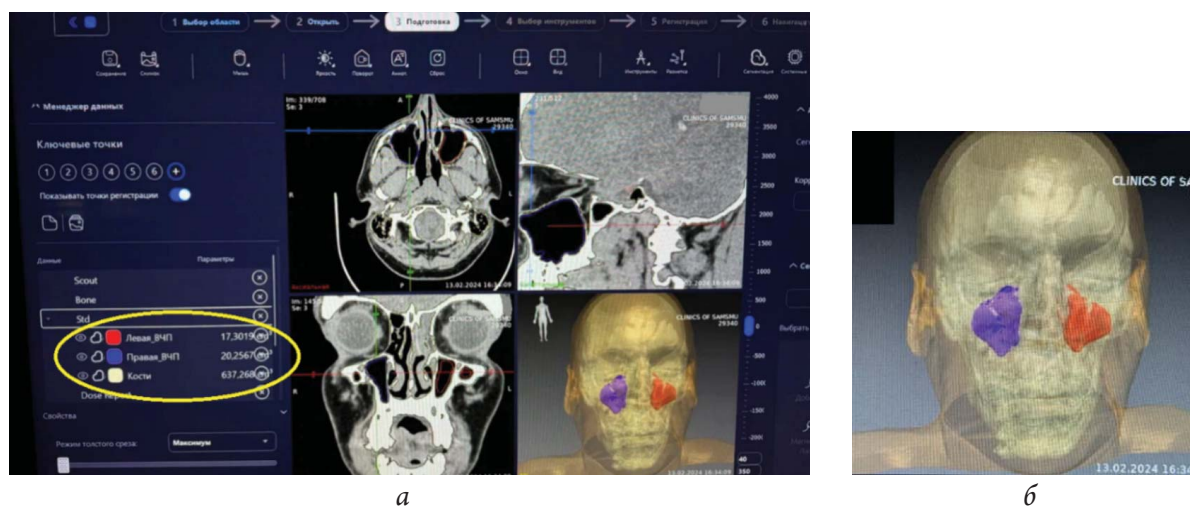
Интерфейс программного комплекса «Автоплан», загрузка данных компьютерной томографии пациента в формате DICOM: а – моделирование и расчет индивидуальных параметров дефекта; б – контрастное выделение симметричных областей интереса в средней зоне лица
